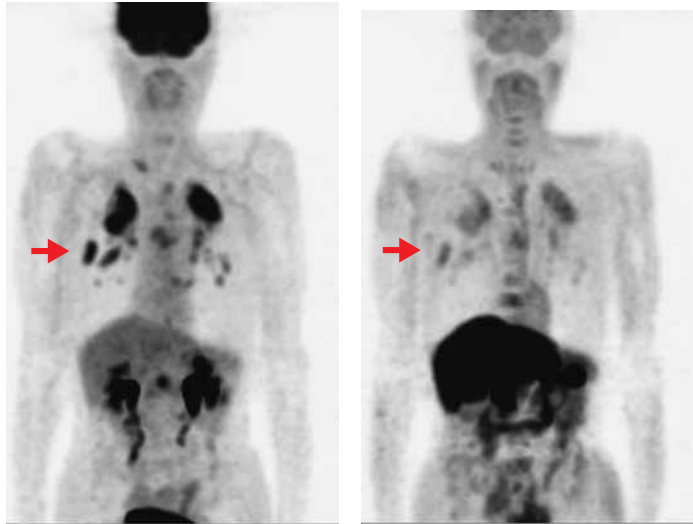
症例1 FDG-PET（左）の矢印の結節に強い集積が見られるがMET-PET（右）では集積は弱い。
